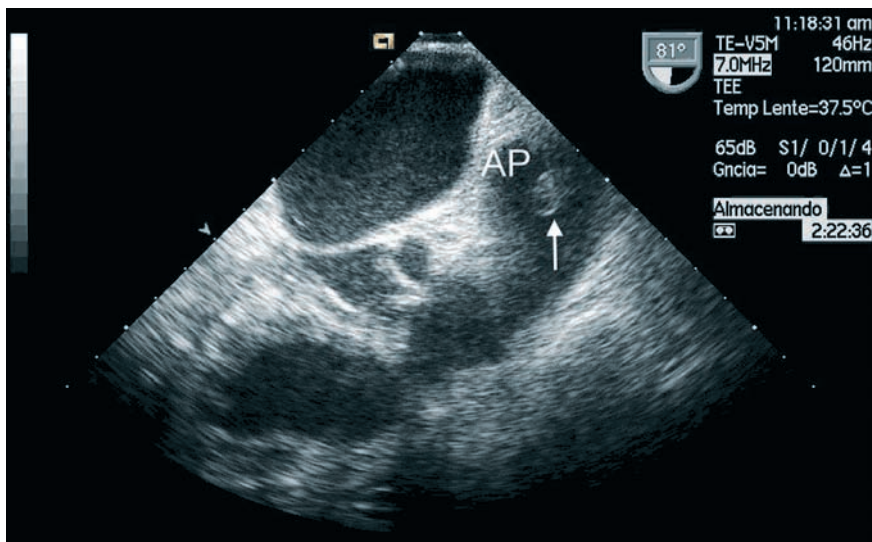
Imagen de trombo (flecha) en arteria pulmonar (AP) con ecocardiograma transesofágico.
